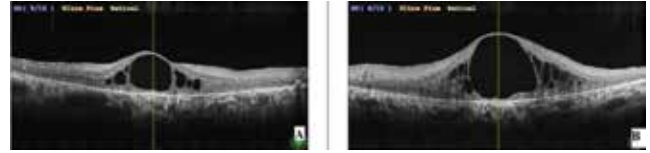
İlk muayenede optik koherens tomografi ile ciddi maküla ödemi görüldü (A: sağ göz, B: sol göz)
